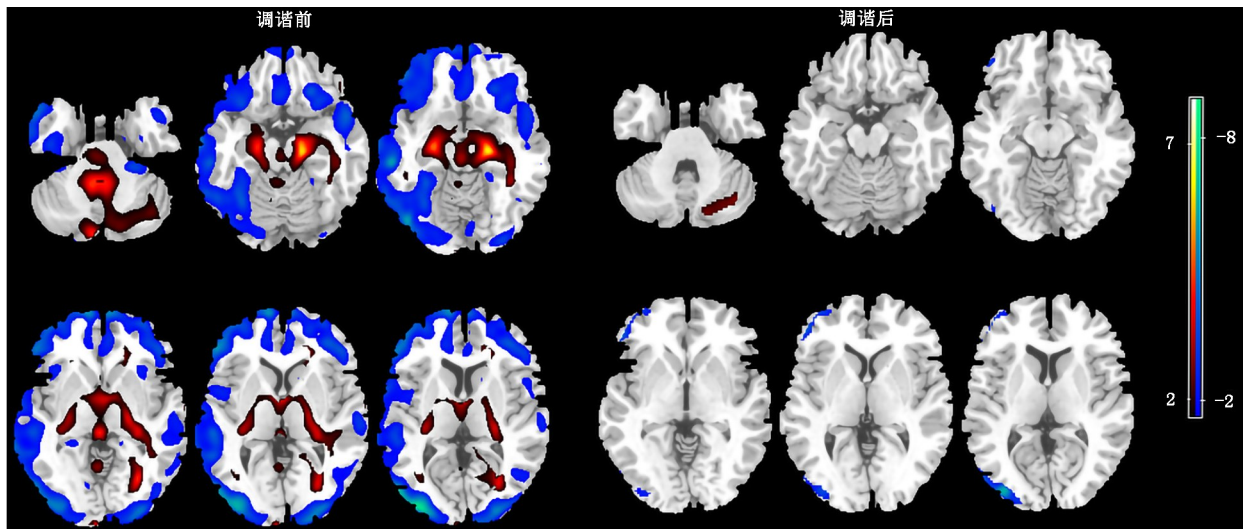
健康受试者调谐前后 ^{18}F -FDG PET/CT 图像统计参数图(SPM)两独立样本 t 检验分析结果。相较于 Biograph128 mCT PET/CT, Biograph64 TruePoint PET/CT 采集的图像在调谐前呈现大脑皮质代谢减低, 基底节、中脑及小脑代谢增高; 调谐后差异脑区减少(色阶代表 t 值大小, 正值代表代谢增高, 负值代表代谢减低)
